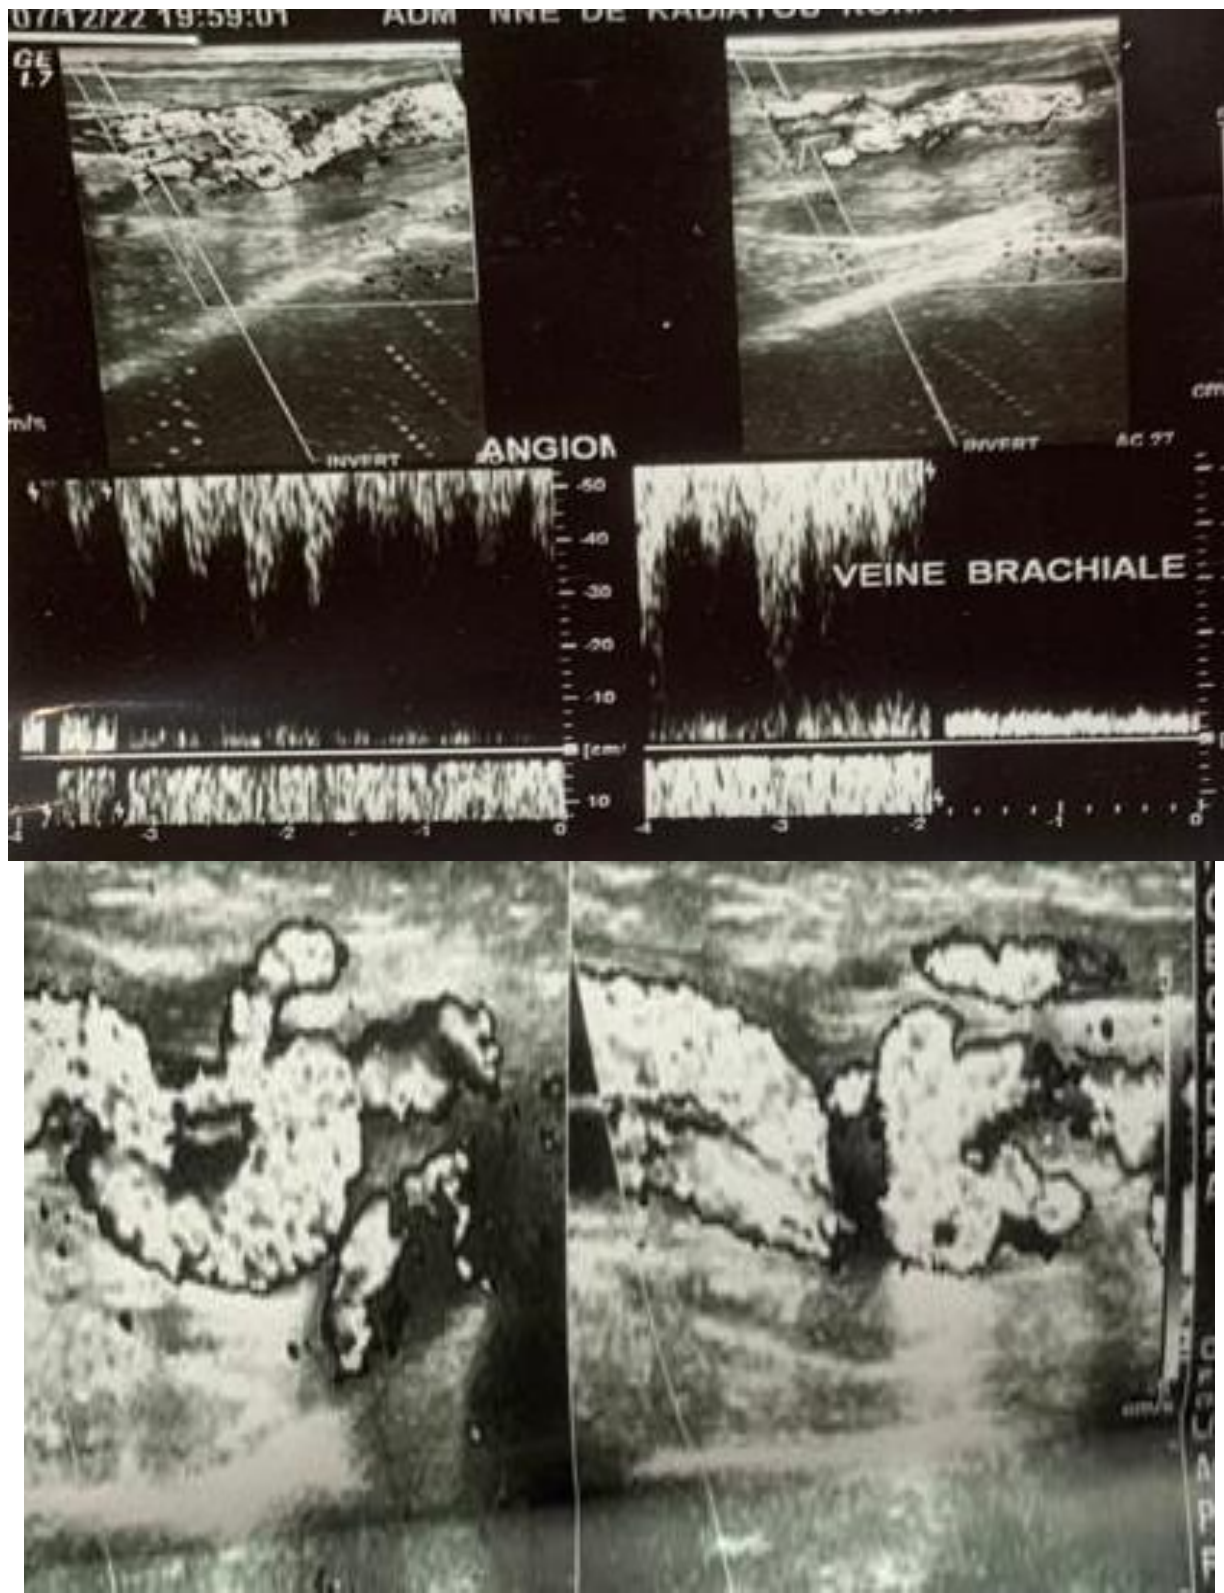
Dilatations vasculaires avec codages diffus au doppler couleur et un flux artériel rapide
